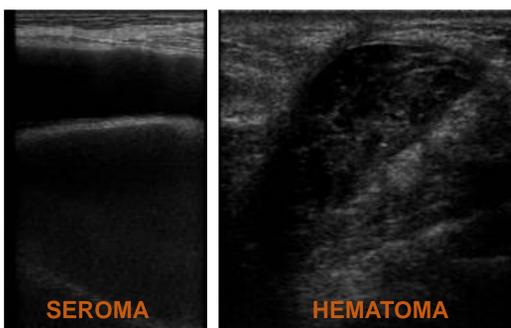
Ecografía de mama. Colección líquida anecoica sugestiva de seroma. Colección heterogénea sugestiva de hematoma.
